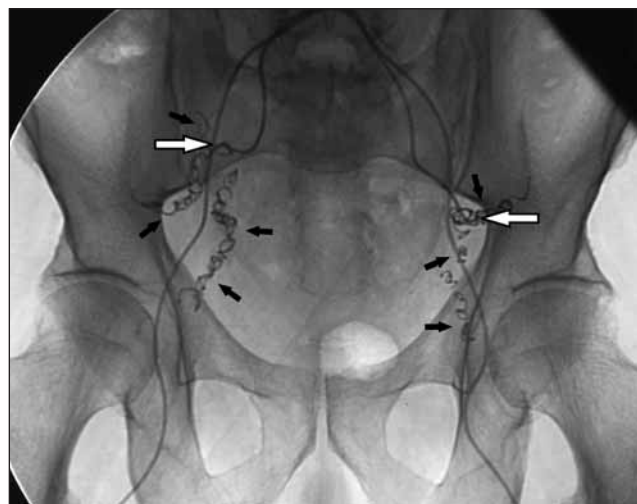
Контроль положения камер артериальных портов, инфузионных катетеров, ангиографический контроль перфузии. Рентгенограмма: определяются металлические спирали, окклюзирующие ветви ВПА (черные стрелки), кончики инфузионных катетеров закреплены в верхних ягодичных артериях (белые стрелки)
